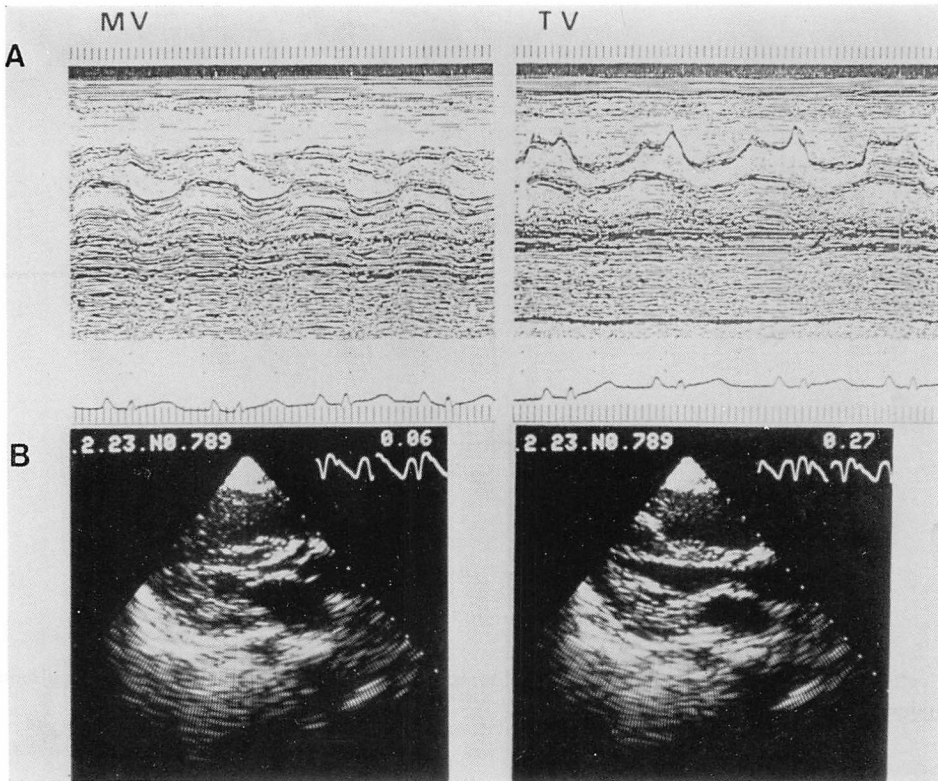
M-mode (A) and two-dimensional (B) echocardiograms of Case 3 (MPS-II).
